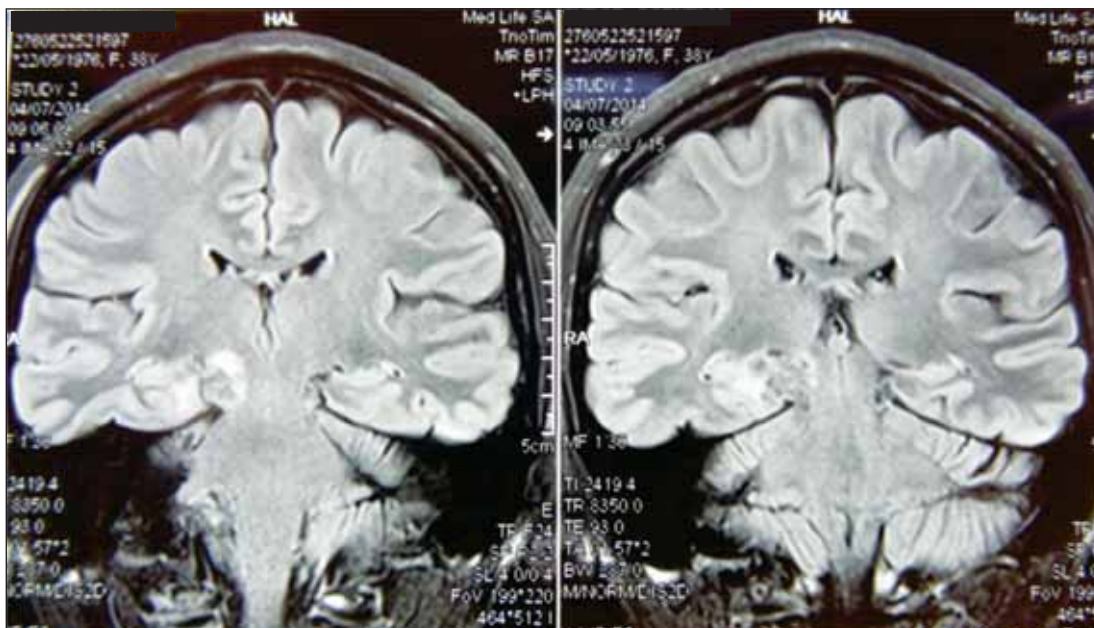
RMN-ul cerebral din 4 iulie 2014
